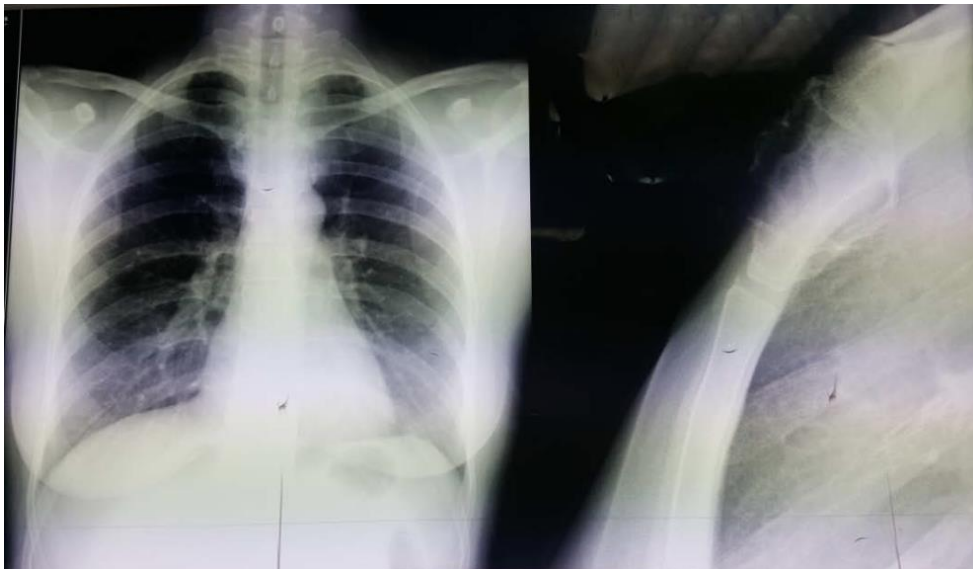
Radiographie du thorax face et profil montrant une lésion osseuse du manubrium sternale. Il s'agit d'une lésion arrondie, ostéolytique plus visible sur l'incidence de profil. [80]
